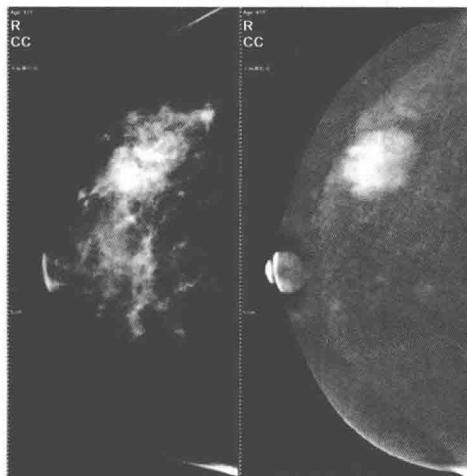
乳腺X线摄影低能图(女性,41岁)
